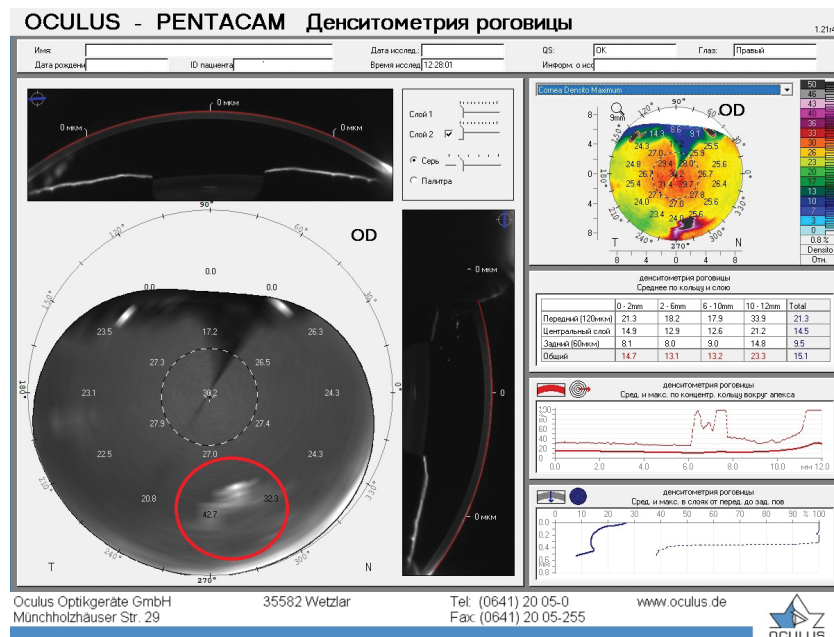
Шеймпфлюг-томография, протокол «Денситометрия роговицы». Определяется локальное увеличение оптической плотности роговицы в парацентральной зоне на 5.30–6 часах (круг красного цвета)
